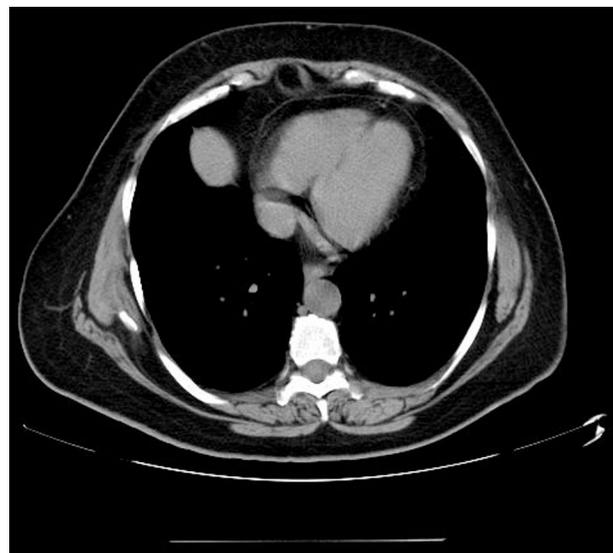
TAC torácica realizada 6 años después. Desaparición de la masa.
